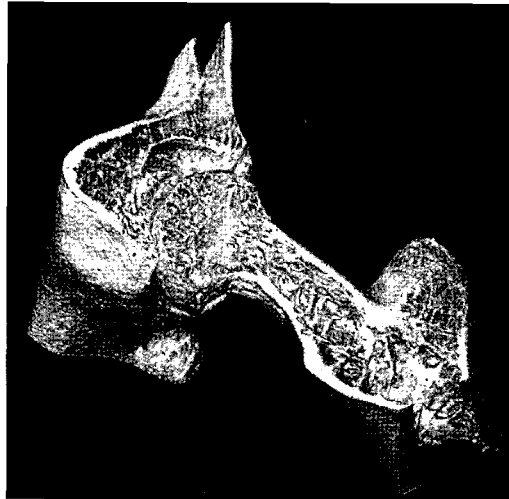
zoom-in tomography 기법으로 획득한 쥐 대퇴부의 고해상도 3차원 영상
